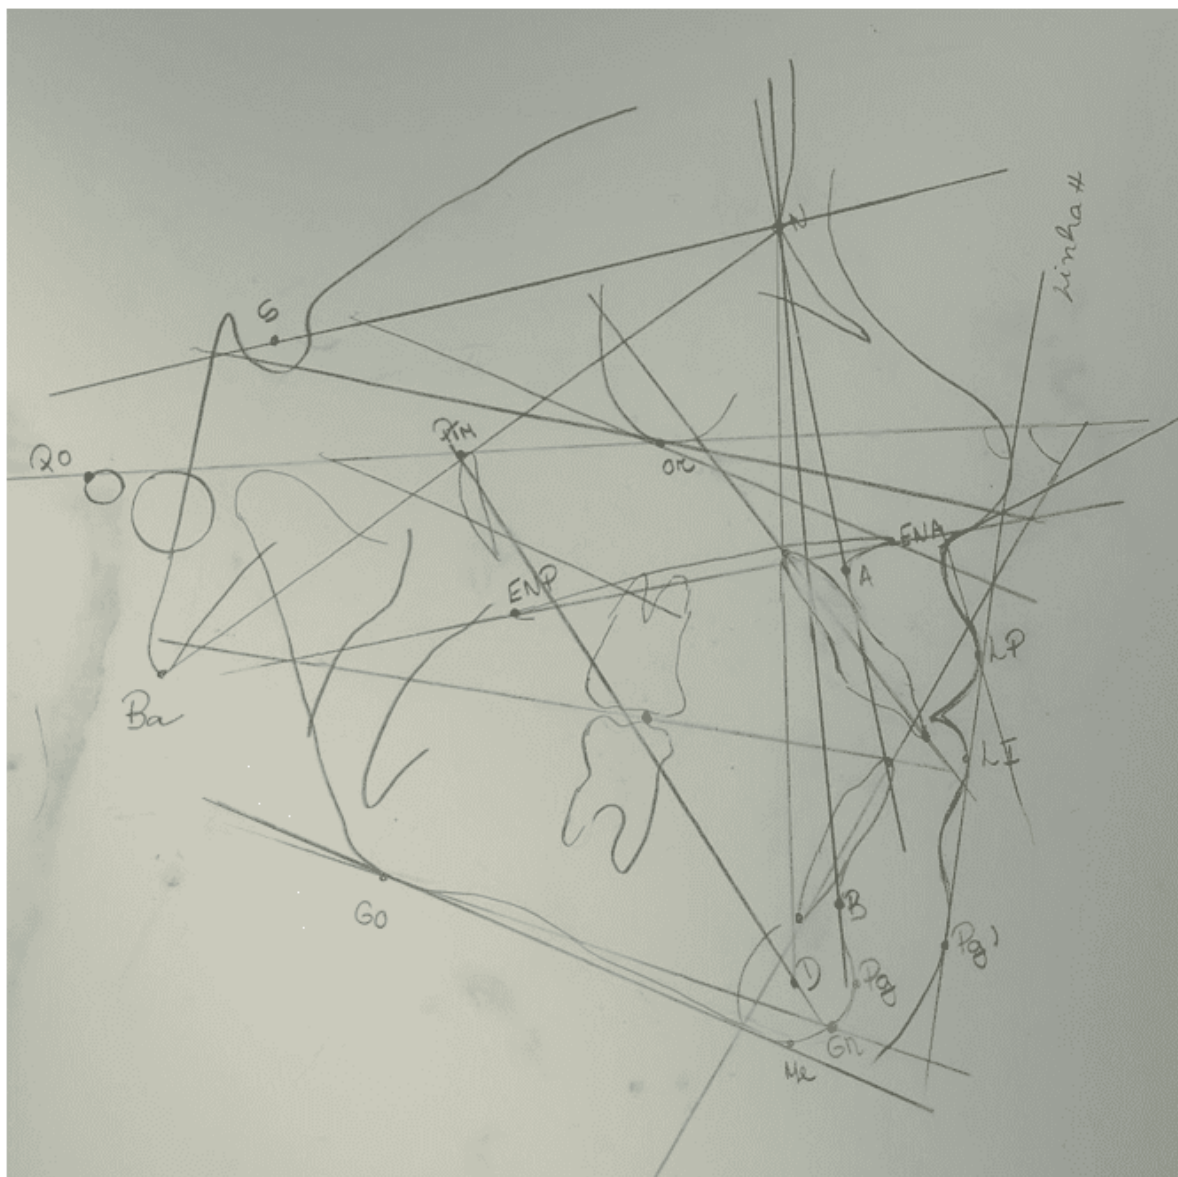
Telerradiografia Lateral Final
